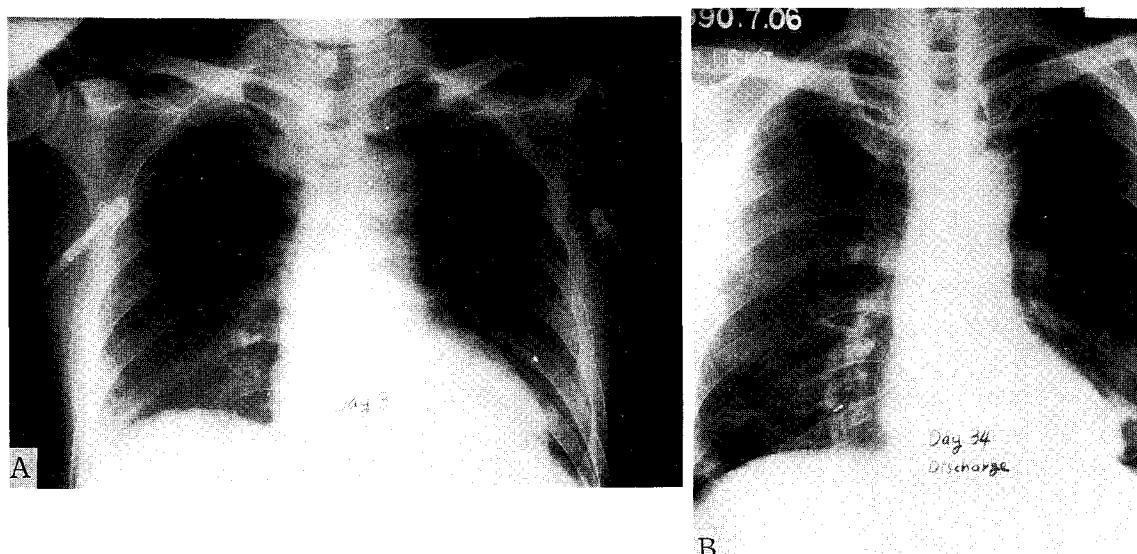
Chest x-ray findings for paraguan poisoning with early pulmonary irradiation; A 52 year old man who had accidentally ingested a mouthful of Gramoxone® in drunken state was transferred from local clinic after gastric lavage on admission (3rd day from paraguan ingestion). Chest x-ray showed increased haziness on both lower lung fields (A) and whole lung irradiation was stated. He recovered from paraguan poisoning with minimal fibrotic changes in both lower lung fields on day 34(B) Laboratory findings were as follows.
